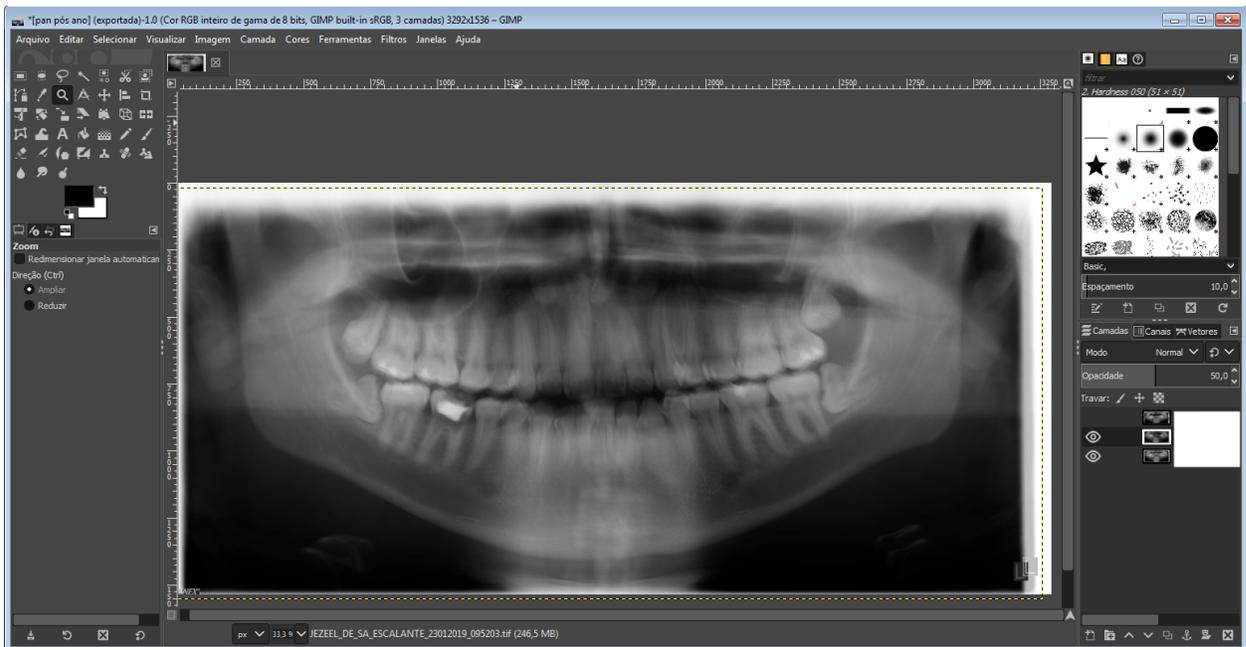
reposicionamento das radiografias panorâmicas, através da sobreposição das imagens, radiografia pré-operatória. Pós-operatória imediata e Pós-operatória 12 meses, sobrepostas.
